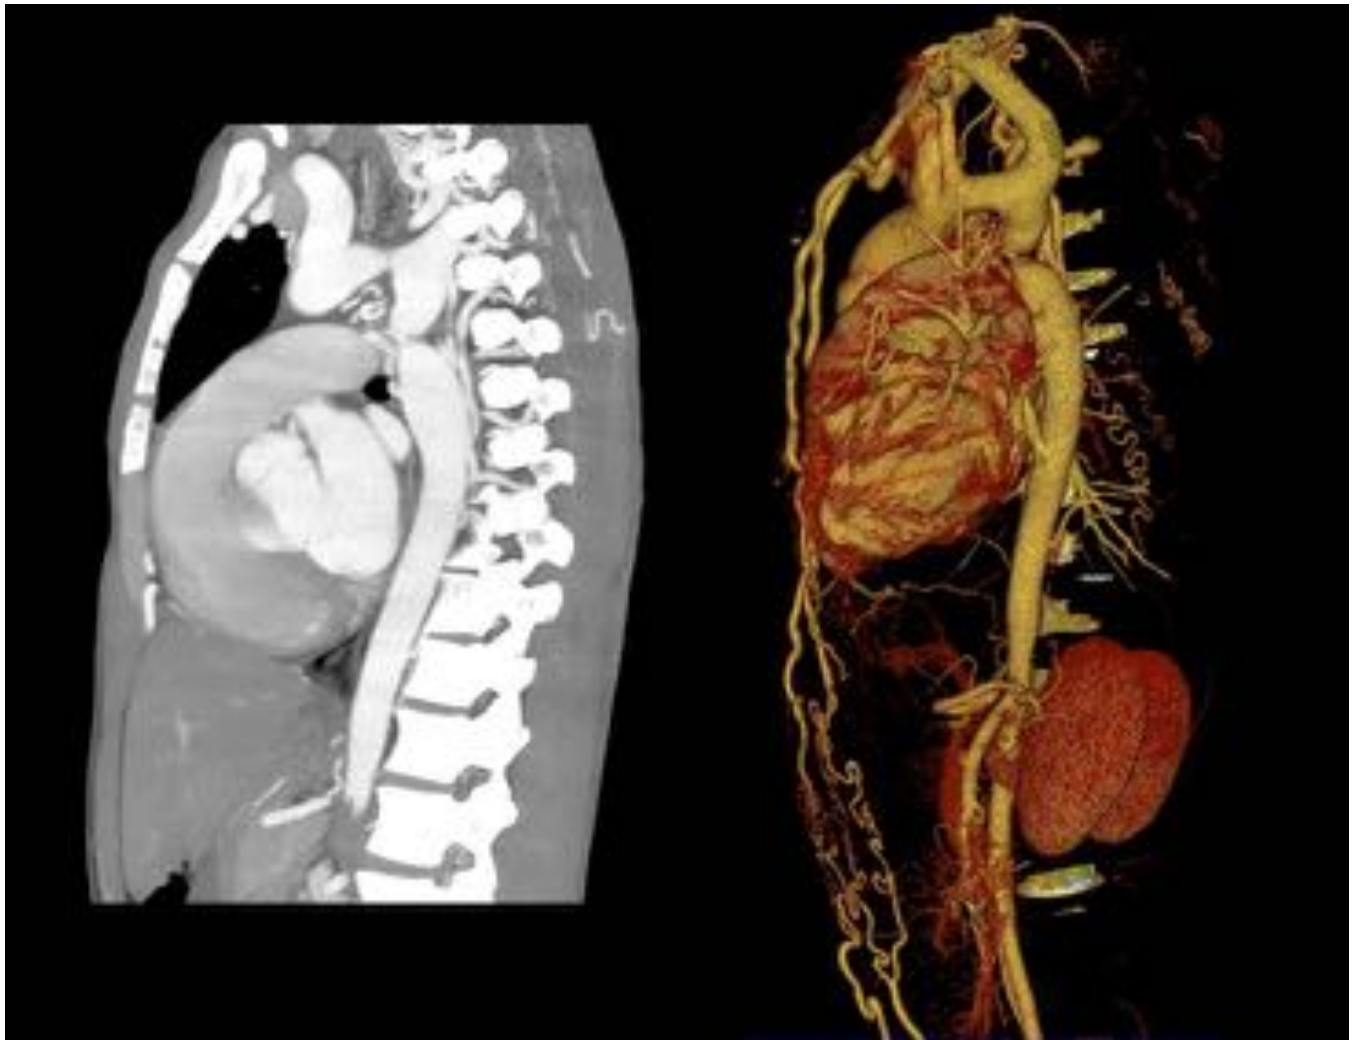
Fig 8. Reconstrucción sagital MIP de TC de tórax con contraste intravenoso (izquierda) e imagen 3D-volumen rendering de la aorta (derecha) muestra coartación de aorta torácica , posterior al origen de la arteria subclavia izquierda. Se observa dilatación post-estenótica de la aorta descendente. Además existe marcada circulación colateral a través de las arterias mamarias internas y de las arterias intercostales.
